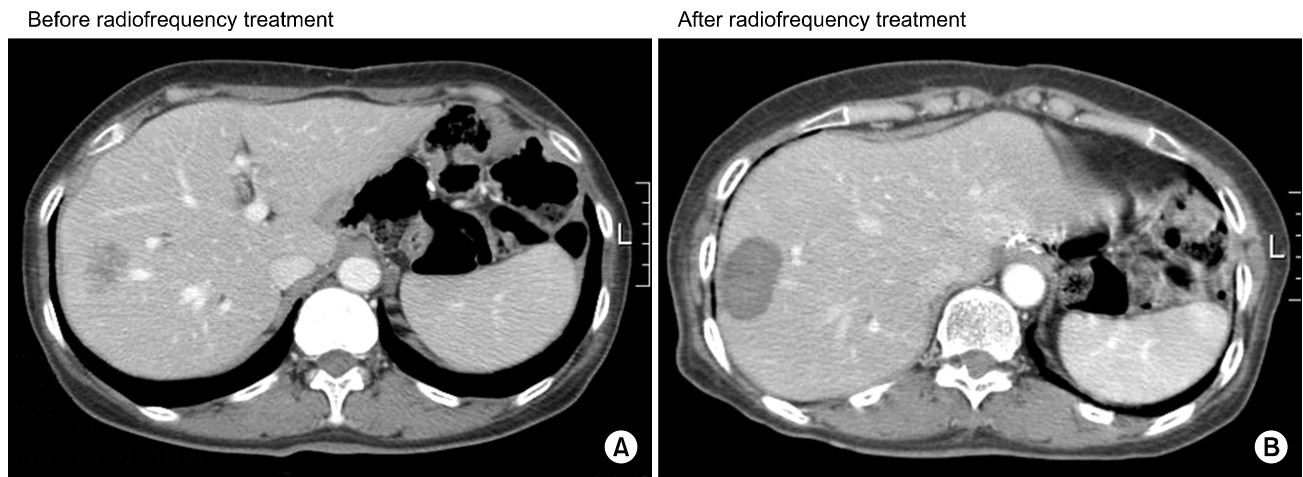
Computed tomography of hepatic metastasis before and after treatment with radiofrequency (Case 2).
